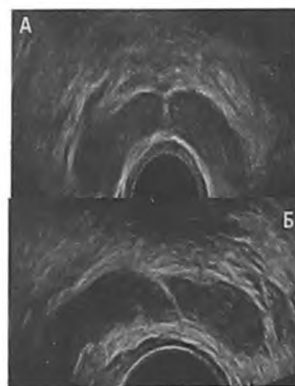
ТРУЗИ. Поперечная проекция. Асимметрия формы (А) и размеров (Б) СП с обеих сторон. А. Форма правого СП имеет закругленное основание (грушевидная), форма левого СП имеет уплощенное основание (эллипсоидная). Б. Уменьшение левого СП в размерах – гипоплазия
